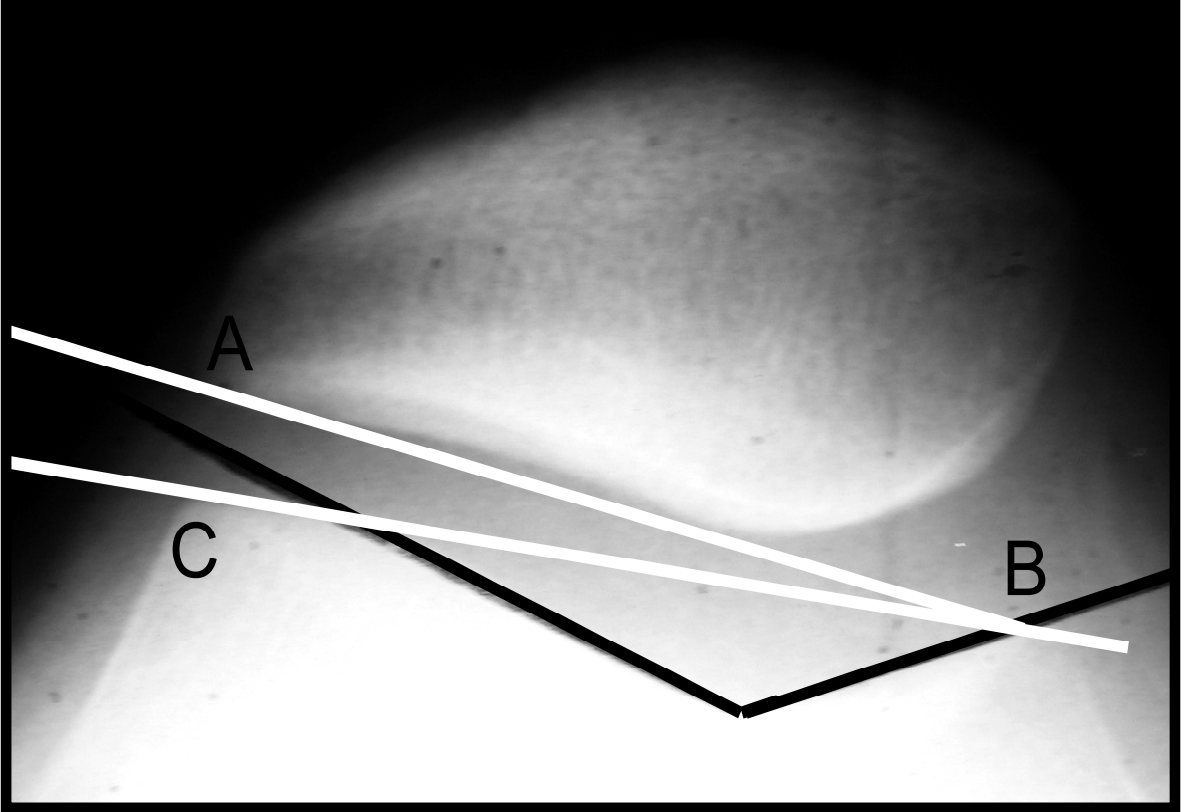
BT'de Fulkerson yöntemiyle tilt (c) açısının ölçümü
